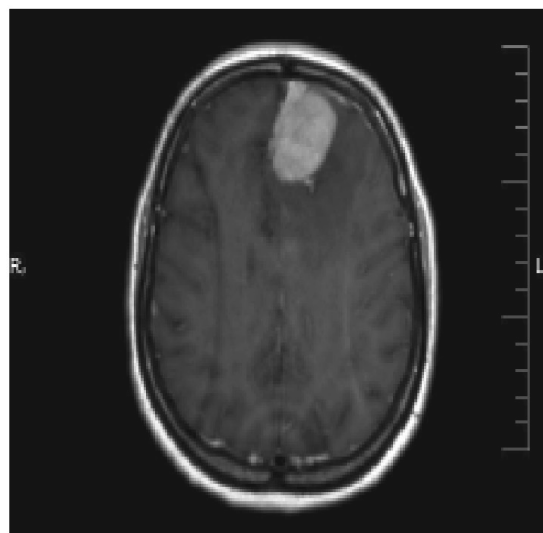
Менінгеома лівій лобовій частки (МРТ із контрастним підсиленням)
